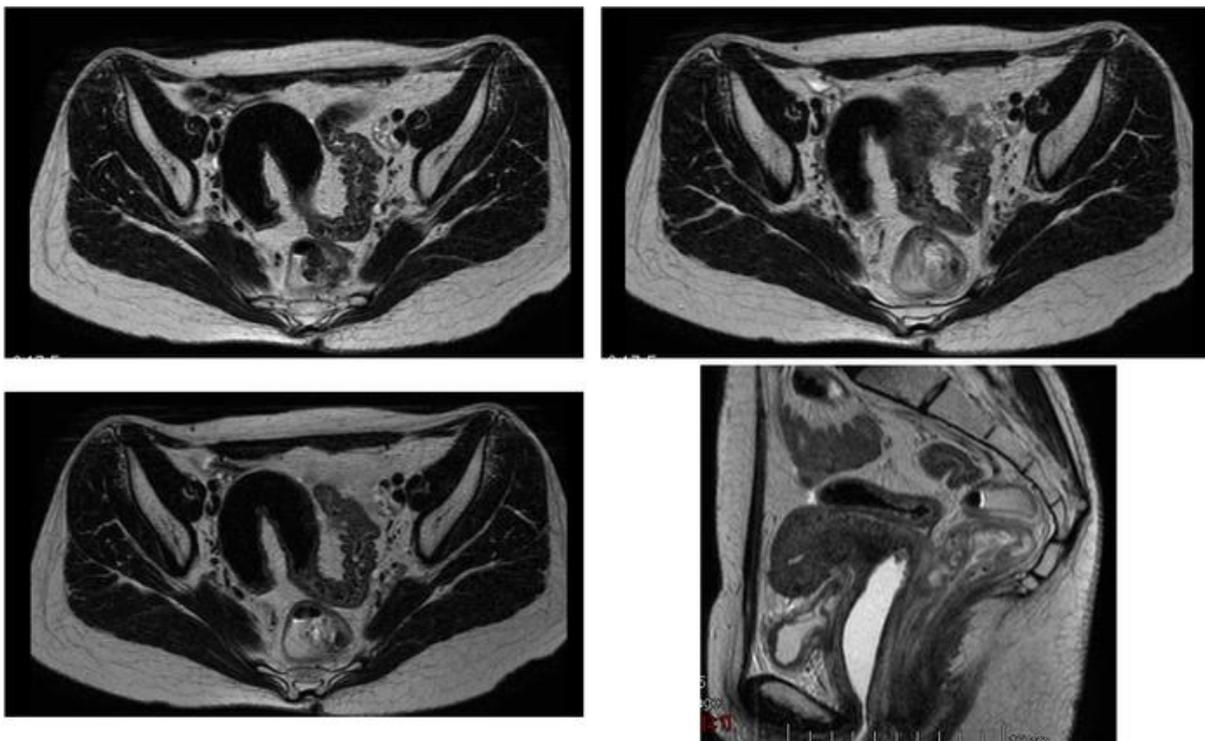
Ressonância magnética de pelve
